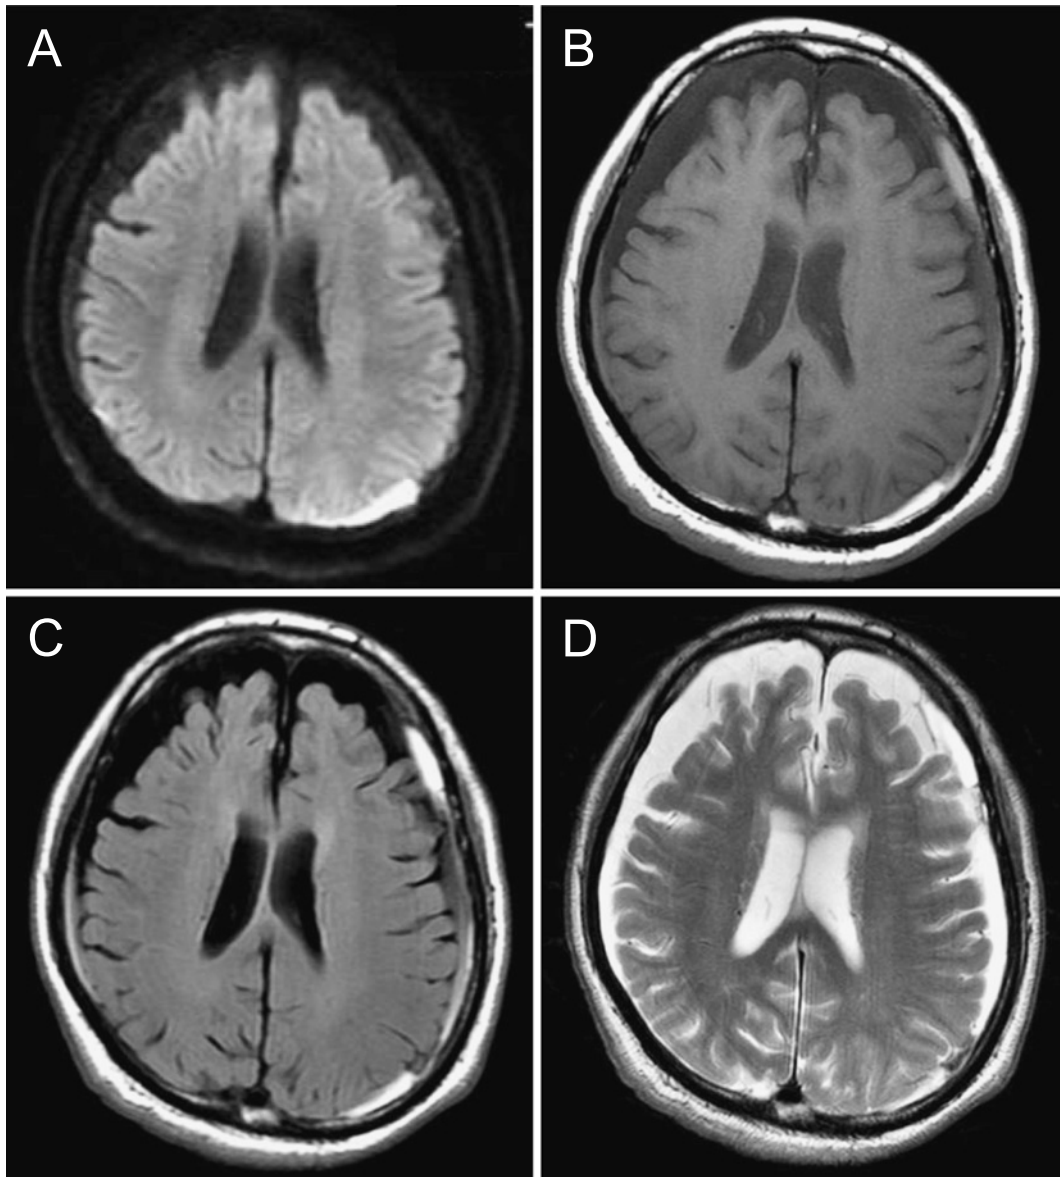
Contrast enhanced brain MRI on admission. A bilateral chronic subdural hematoma and atrophic change of the pons, medulla oblongata and brain stem were observed. No metastatic lesion was seen. A: Diffusion weighted imaging (DWI), B: T1-weighted image (T1WI), C: T2 fluid attenuated inversion recovery (T2 FLAIR), and D: T2-weighted image (T2WI).
